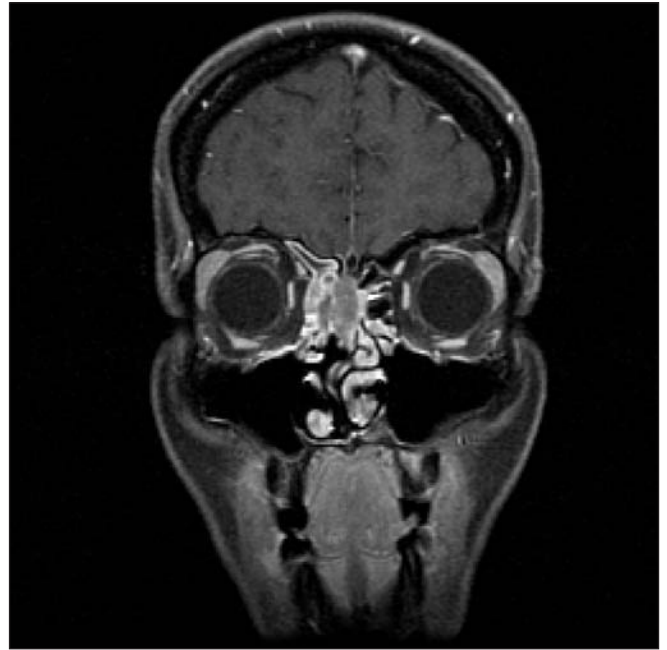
Resonancia magnética con contraste en plano coronal, que muestra un ejemplo de lesión en la que el hecho de realizar una biopsia implica riesgo de sangrado y posible comunicación con el endocráneo, con producción de fístula de líquido cefalorraquídeo.
